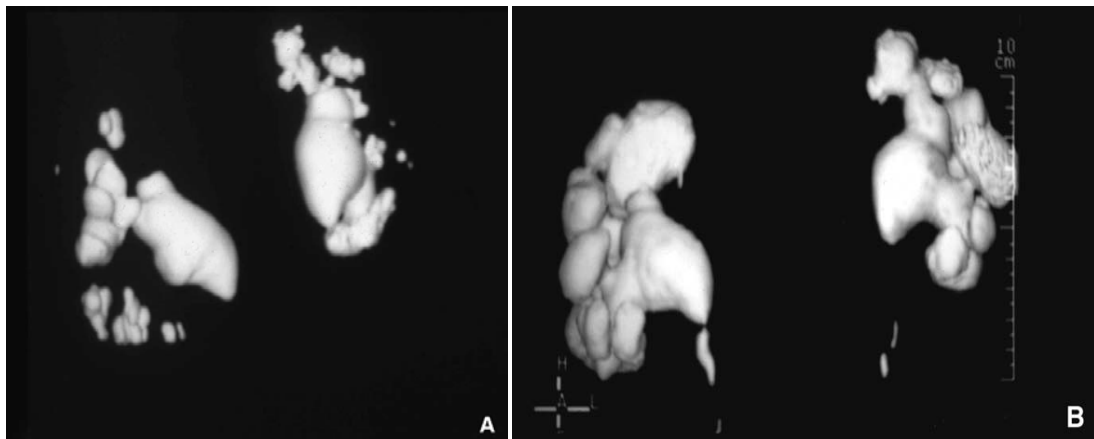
TDM hélicoïdale. Reconstruction 3D en mode surfacique.
